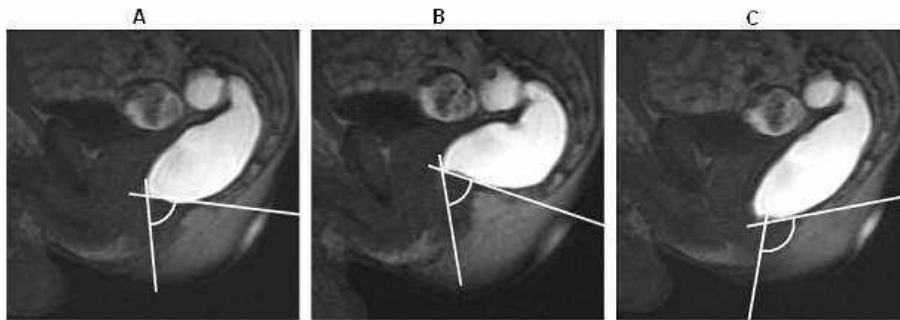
Exemplo de medida de deslocamento de região em uma defecografia (ROOS et al., 2002).
